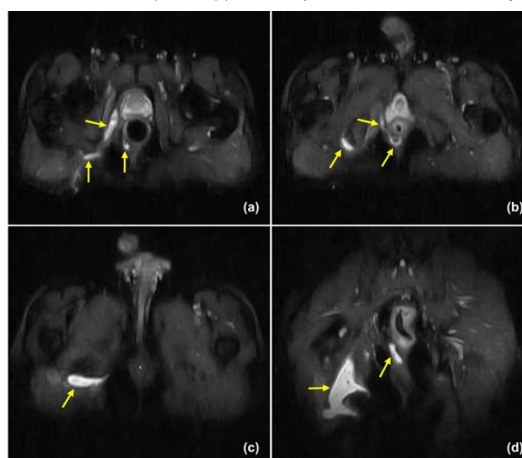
Προεγχειρητική MRI πύελου ασθενούς:
